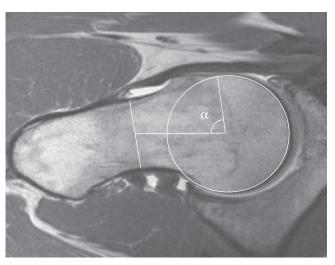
L'arthro-IRM permet des reconstructions radiaires avec calcul de l'angle α [20], ici pathologique.
